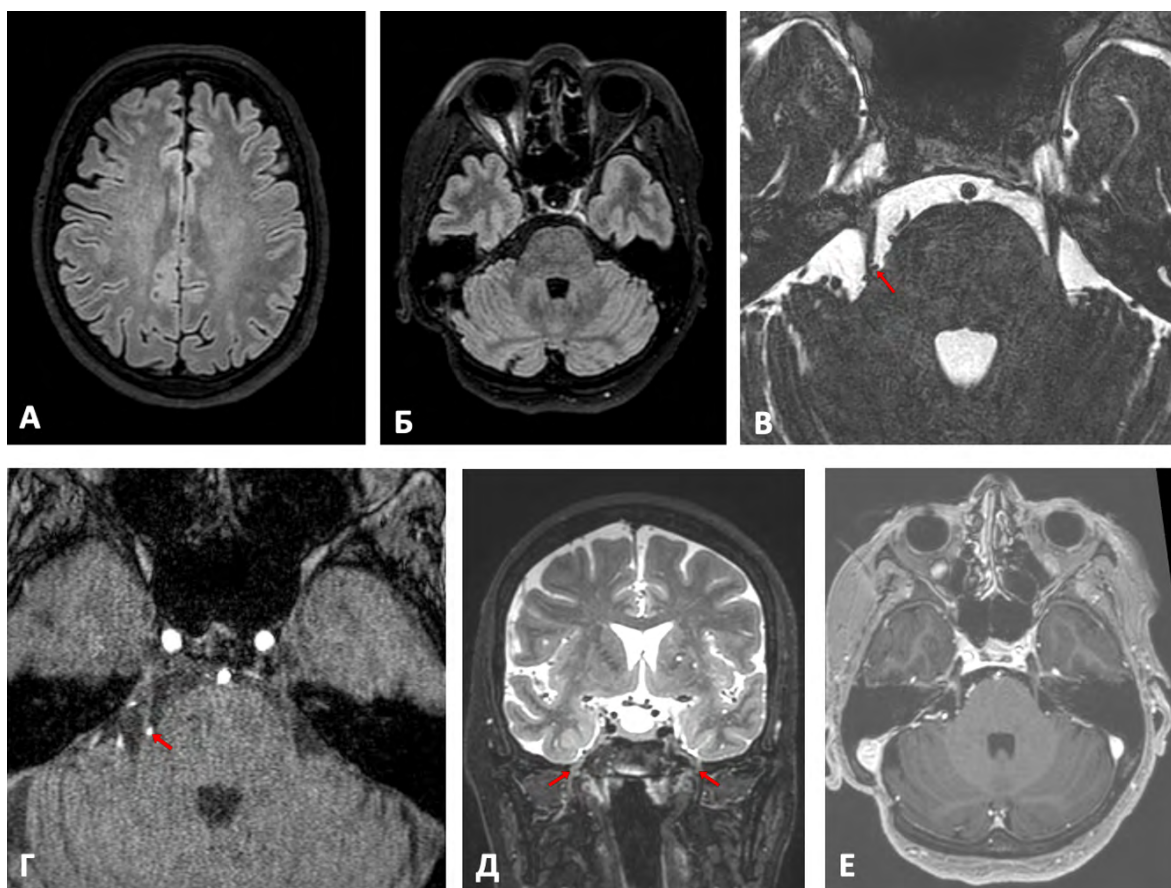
Пример МРТ-исследования у пациента с тригеминальной невралгией (МРТ-система Philips Ingenia, 3Т): А – 3D FLAIR на уровне больших полушарий головного мозга; Б – 3D FLAIR на уровне ствола головного мозга; В – 3D DRIVE (стрелкой указан нейроваскулярный конфликт справа, Sindou Grade 3); Г – 3D-TOF МР-ангиография (стрелкой указана верхняя мозжечковая артерия); Д – T2-ВИ с жироподавлением на уровне мягких тканей подвисочной области (стрелками указаны мандибулярные нервы); Е – T1-ВИ после внутривенного контрастирования. Источник: составлено авторами
